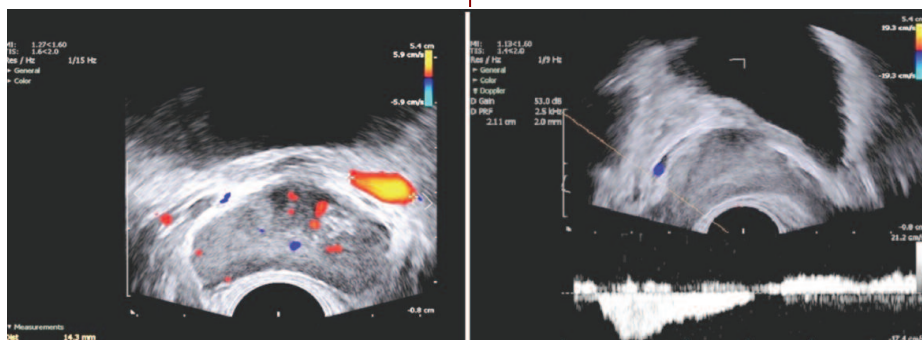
Цветное доплеровское ТРУЗИ ПЖ у пациента К. 42 лет с двусторонним варикоцеле 3 стадии. Диаметр вены слева 14,3 мм, скорость кровотока 5,9 см/с (слева). Скорость кровотока при пробе Вальсальвы 17,4 см/с (справа). Выраженный варикоз вен ПЖ (3 стадии)
